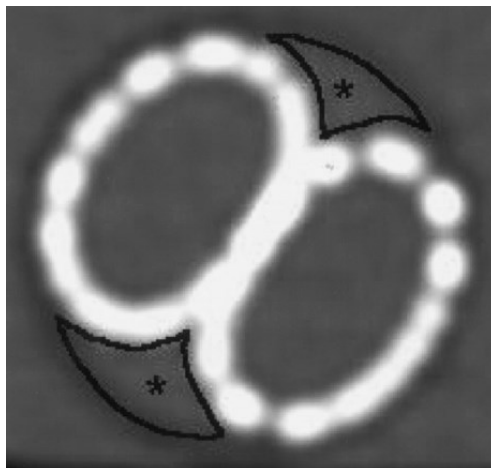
Beispielhafte computertomografische Darstellung der Kissing Stents im Querschnitt mit Totraum (Hughes et al., 2006)
